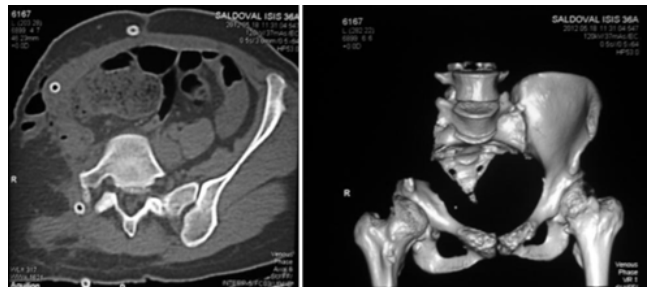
Imágenes de la TC en su corte axial (izquierda) y de reconstrucción 3D (derecho) postoperatorias.
